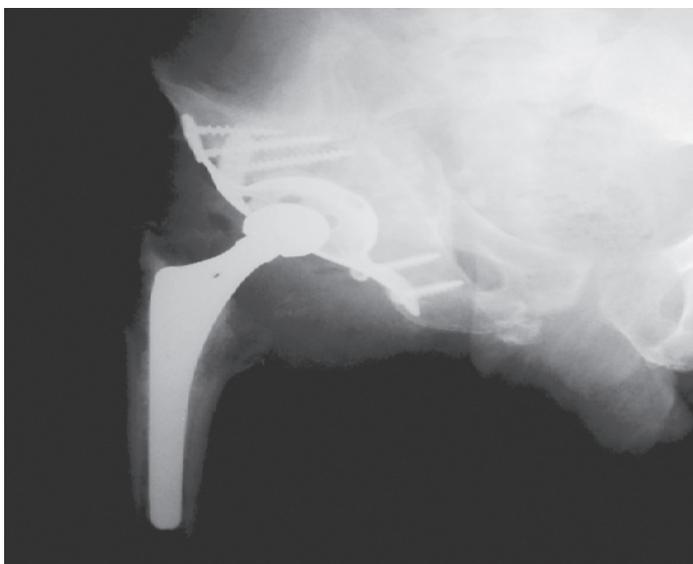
Radiografia pós-operatória.
